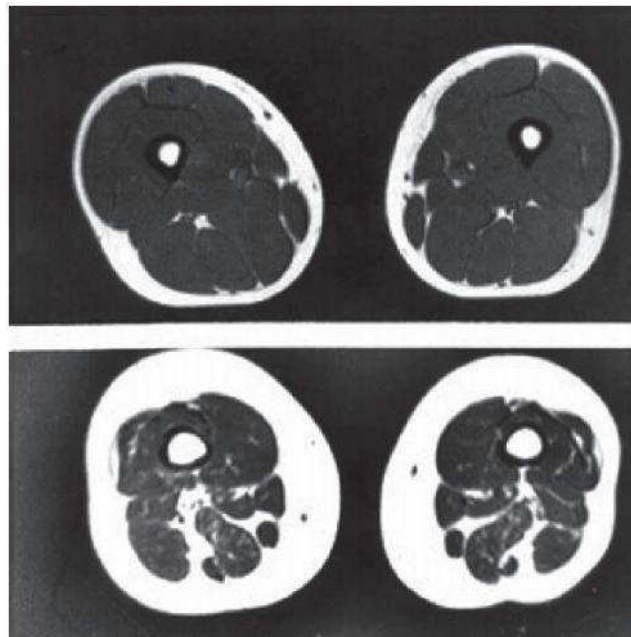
Sarcopenia. Corte de ressonância magnética da coxa de um adulto de 21 anos, fisicamente ativo (acima) e idoso de 63 anos, sedentário (abaixo). A massa muscular (cinza) está diminuída no idoso; a gordura (branco) subcutânea e intramuscular está aumentada. Adaptada de Roubenoff et al., 2000.
